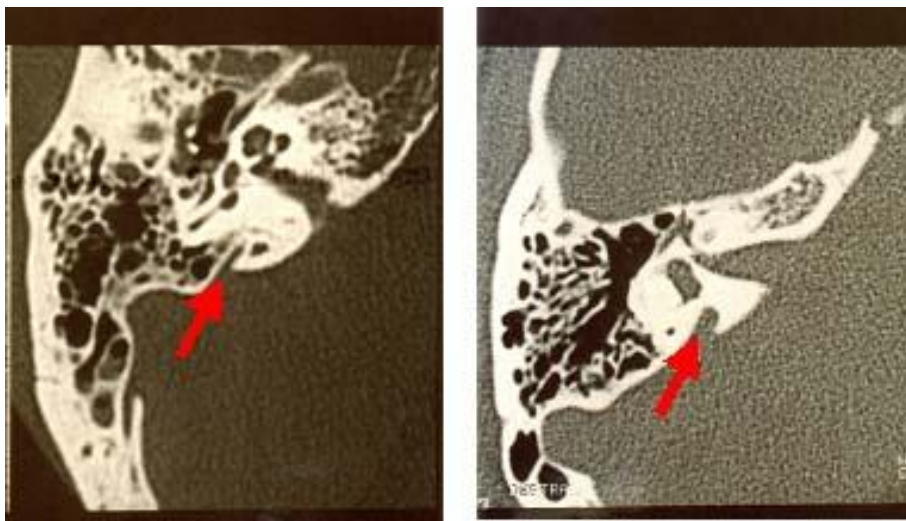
immagine ottenuta mediante tomografia assiale computerizzata ad alta risoluzione delle ossa temporali di un soggetto sano (a sinistra) e di un paziente affetto da sindrome di Pendred (a destra). Le frecce indicano l'acquedotto vestibolare, che risulta allargato nel paziente.
